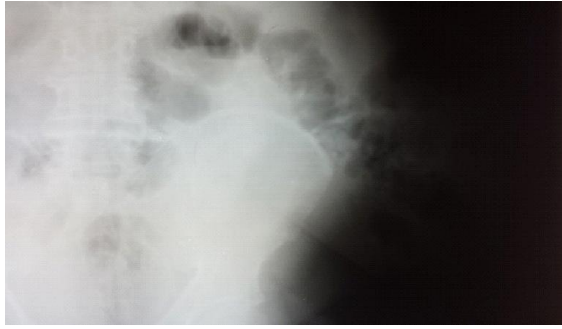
Radiographie de l'abdomen sans préparation centrée sur la tuméfaction et mettant en évidence la hernie de Jean Louis-Petit avec des anses dans le sac.
